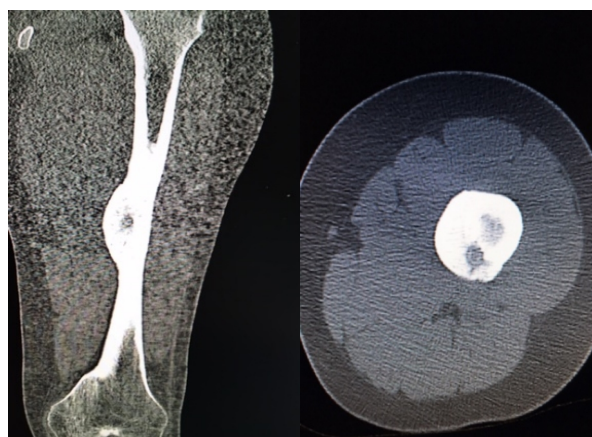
Tomografia computadorizada nos planos coronal e axial
